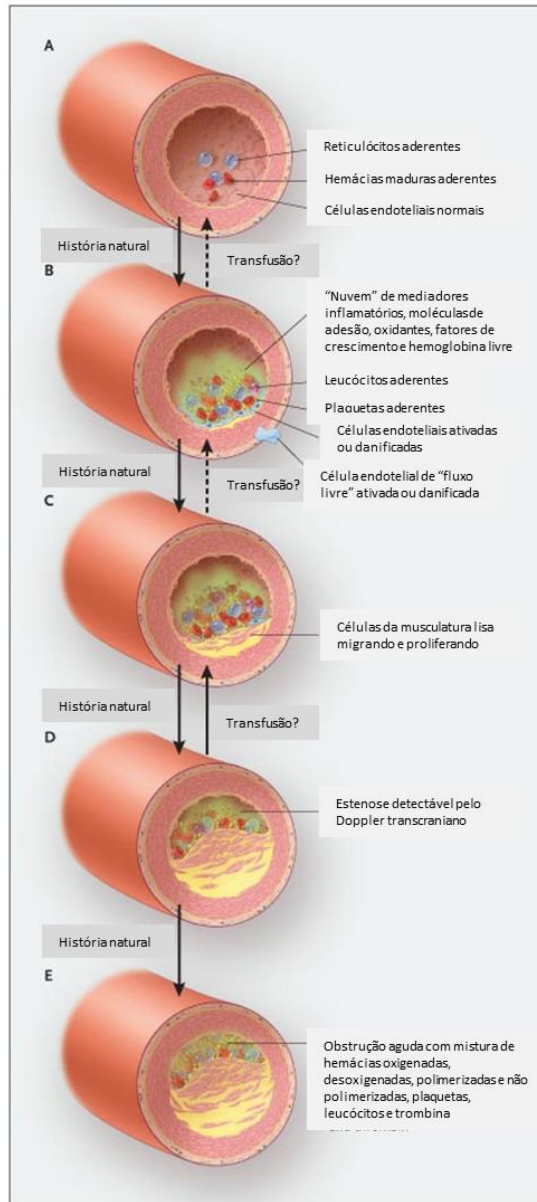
Lesão e cura de artéria cerebral na doença falciforme. Danos a artérias cerebrais resultam na ligação de reticulócitos e hemácias maduras nas células endoteliais através de ligantes específicos. Essas células são expostas a agentes oxidantes, fazendo com que elas sejam ativadas (Painel A). Células endoteliais ativadas tornam-se cada vez mais aderentes a hemácias, leucócitos e plaquetas. Algumas células endoteliais são desalojadas da matriz subjacente (Painel B). Quanto mais células aderem e são ativadas, uma "nuvem" de mediadores inflamatórios, quimioatrativos, moléculas de adesão, fatores de crescimento, pró-coagulantes e hemoglobina livre são produzidos. Células do músculo liso migram e proliferam, causando uma lesão hiperplásica que invade a lúmen da artéria (Painel C). A lesão, embora assintomática, torna-se detectável à ultrassonografia, utilizando doppler transcraniano (Painel D). Um regime de transfusão crônica, mantendo o nível de Hb S no abaixo de uma determinada concentração (30 a 40%), impede a falcização aguda e o acidente vascular cerebral (Painel E) e promove a reversão do dano. Quando o regime de transfusão é interrompido, a lesão (e o risco de acidente vascular cerebral) retorna.
